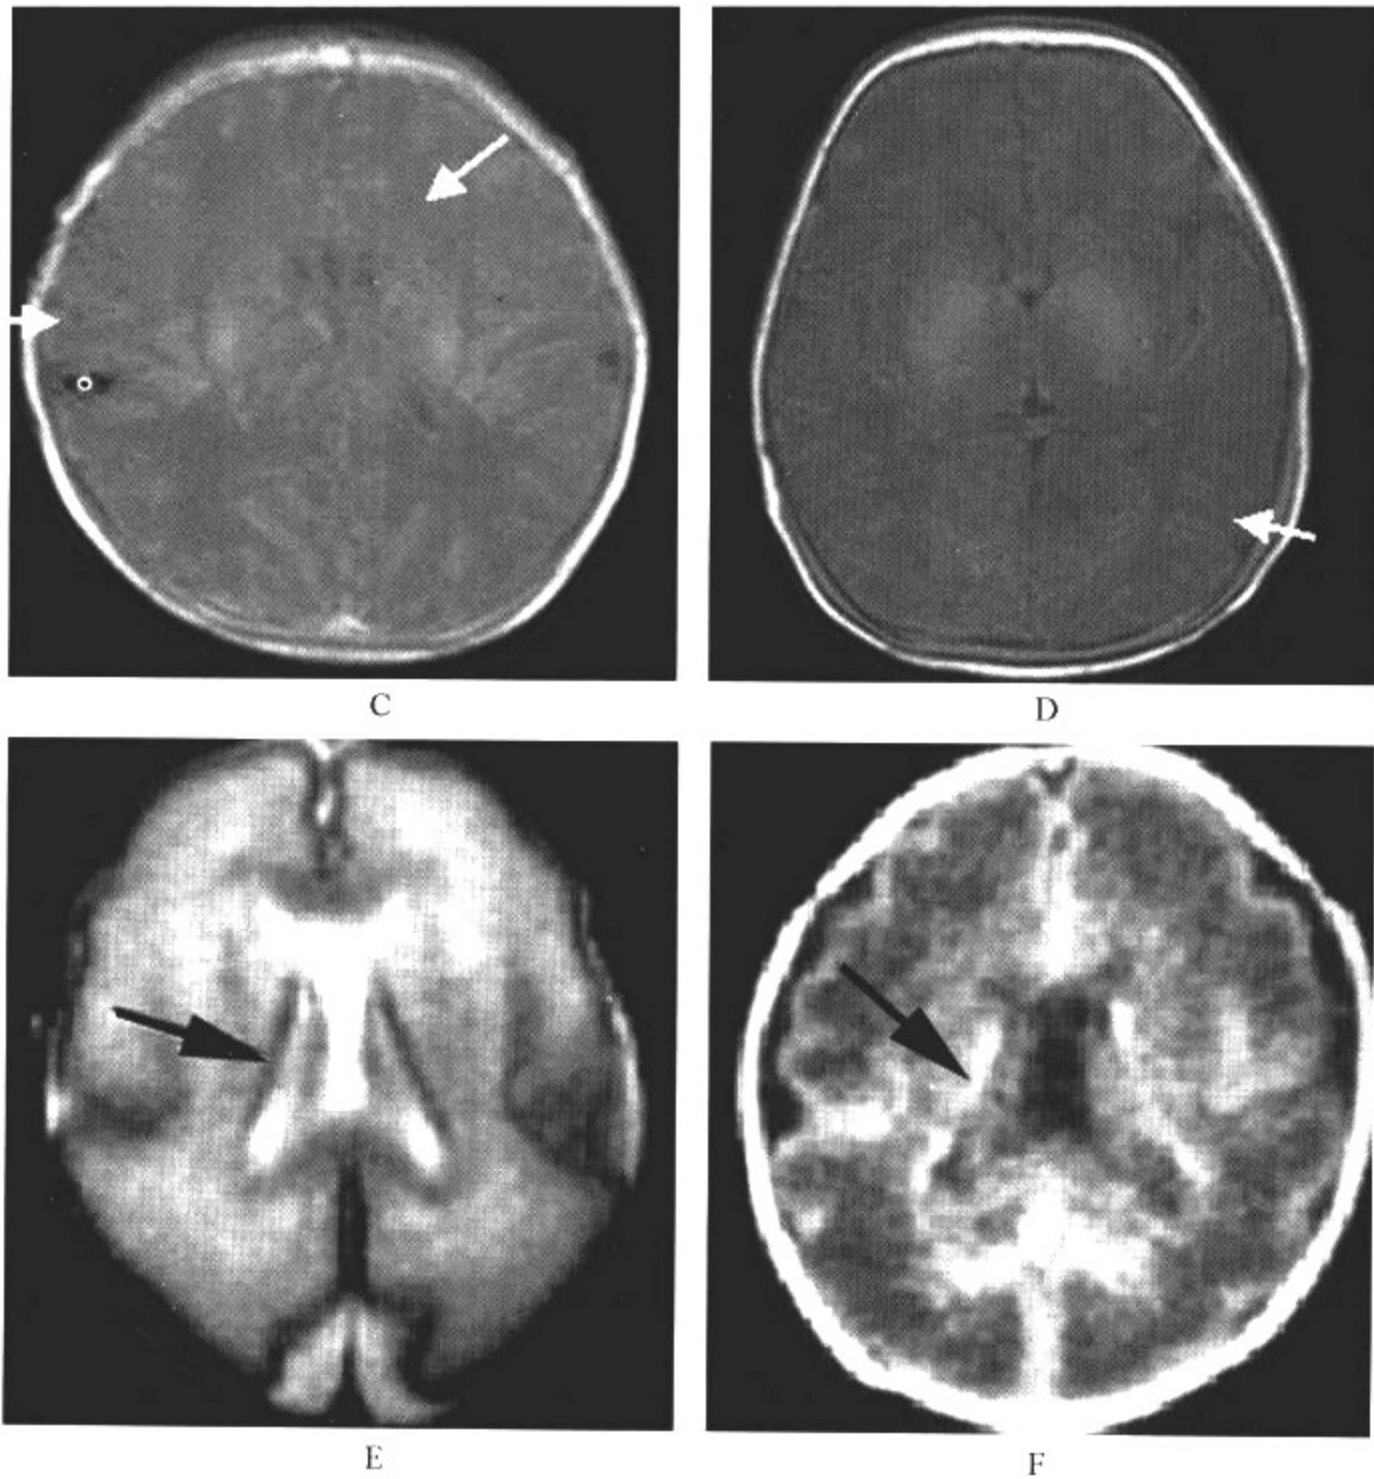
不同周龄早产儿脑 MRI、CT 平扫
